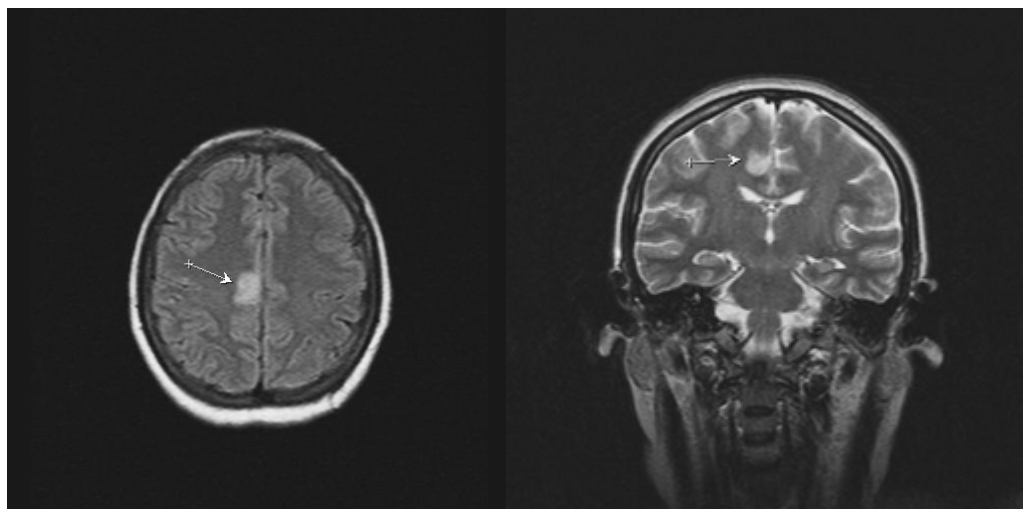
RM que evidencia un área de hiperseñal en T2 y en Flair de una extensión de 2 cm. en la corteza de la cara interna del hemisferio cerebral derecho a nivel frontal y otra puntiforme en corteza temporal del mismo lado que tendrían relación con evento isquémico posiblemente debido a una vasculitis.
